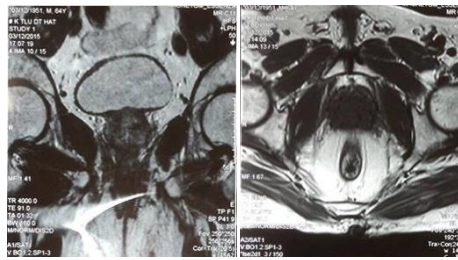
Hình ảnh hạt phóng xạ ^{125}I được kiểm tra sau khi cấy trên phim chụp MRI
